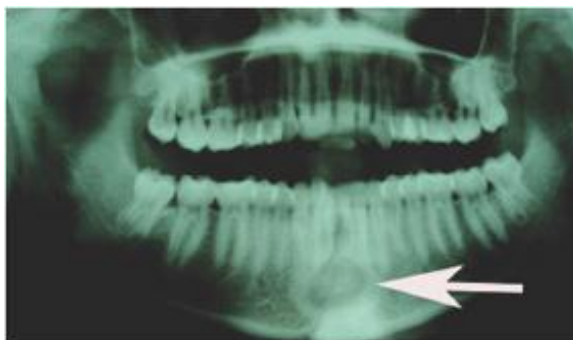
Radiografía panorámica mostrando el área radio úcida y la fractura sinfisiaria (flecha).
